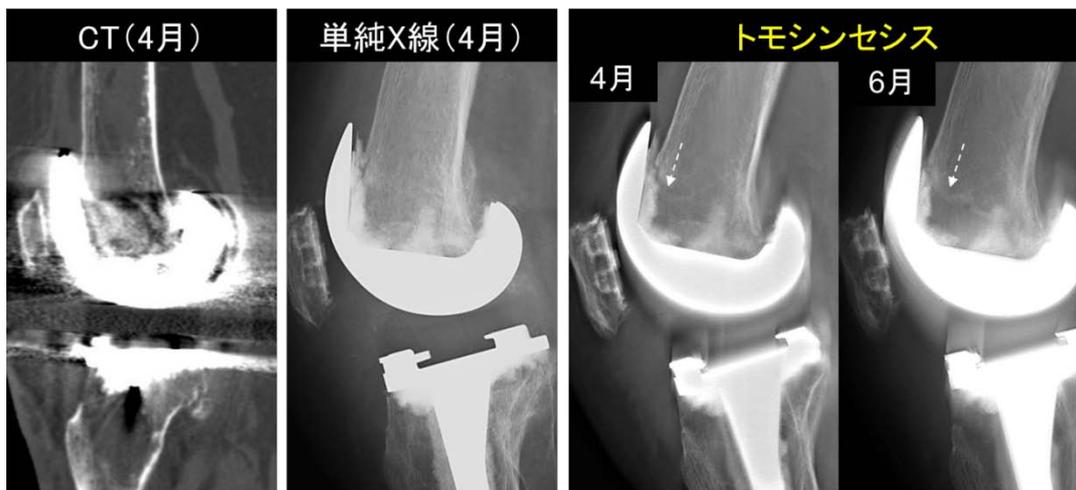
TKAにおけるCT、単純X線、トモシンセシス画像 はちや整形外科病院様ご提供
